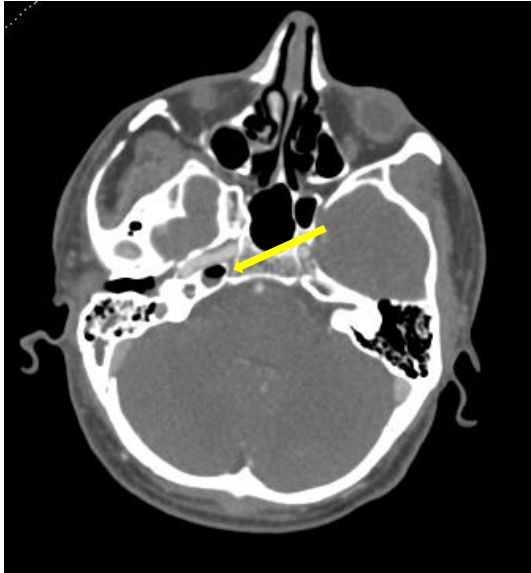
CTA der Hirngefäße. Axiale Projektion. Die rechte ACI kommt im petrosen Segment unverändert zur Darstellung. Lufteinschlüsse in der FK-Loge (gelber Pfeil).
